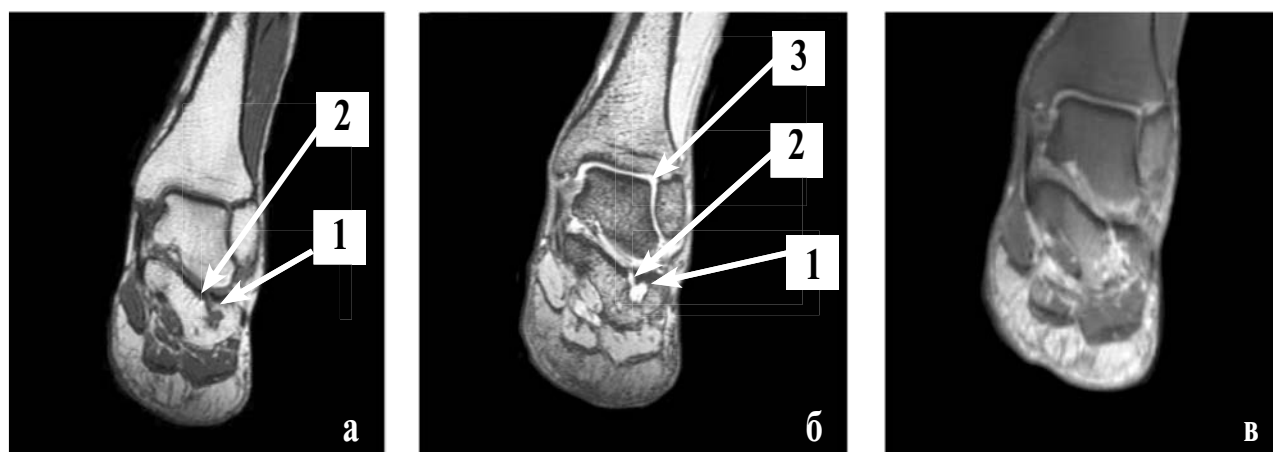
Магнитно-резонансная томография левого голеностопного сустава и стопы (на уровне таранной и пяточной костей) во фронтальной проекции в а) T1-ВИ и б) T2-ВИ: в пяточной кости определяется внутрикостный тофус (1), отмечается деструкция суставного хряща на этом уровне (2), синовит голеностопного и подтаранного суставов (3); в) T1-ВИ с контрастным усилением: отмечается накопление контрастного вещества тофусом и суставными полостями голеностопного и подтаранного суставов
